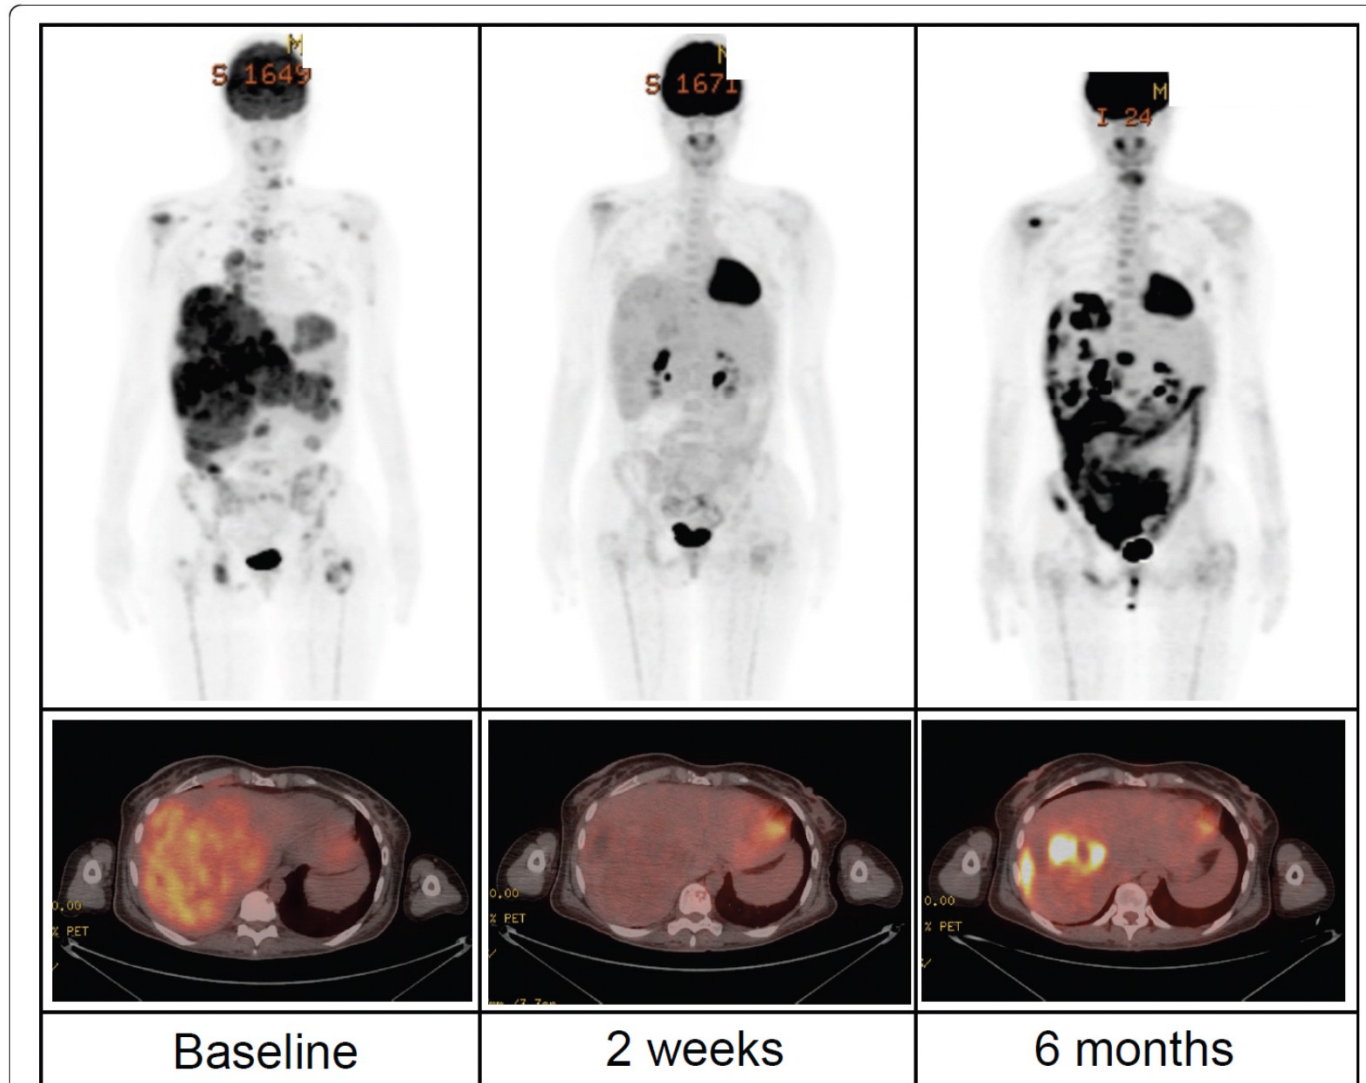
Typical response for patients on BRAF inhibitors. BRAF inhibitors can induce positron emission tomography (PET) responses in as little as two weeks but unfortunately most patients developed relapse and progressive disease at about six months. This patient was treated in the phase 1 study of PLX4032 (vemurafenib).
